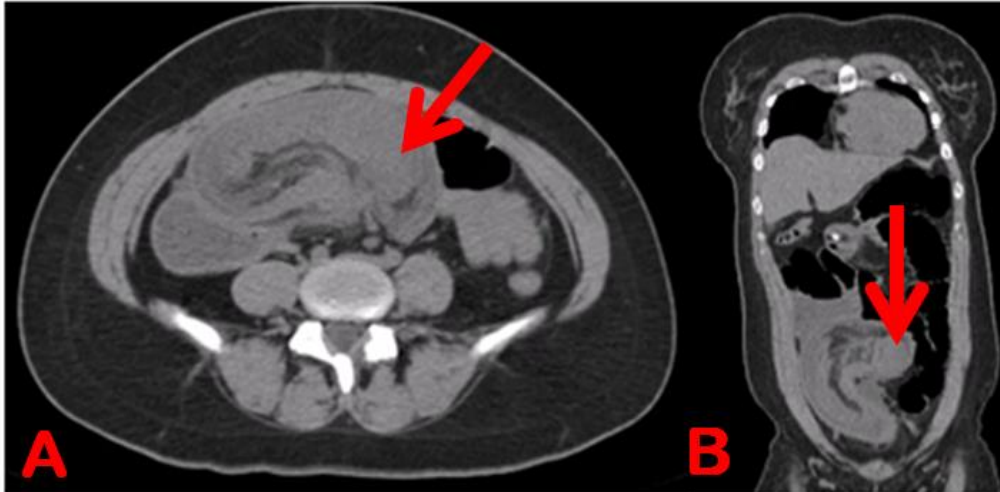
A. Tomografía con imagen en diana, corte coronal. B. Imagen salchicha y asas intestinales dilatadas con nivel hidroaéreos.
